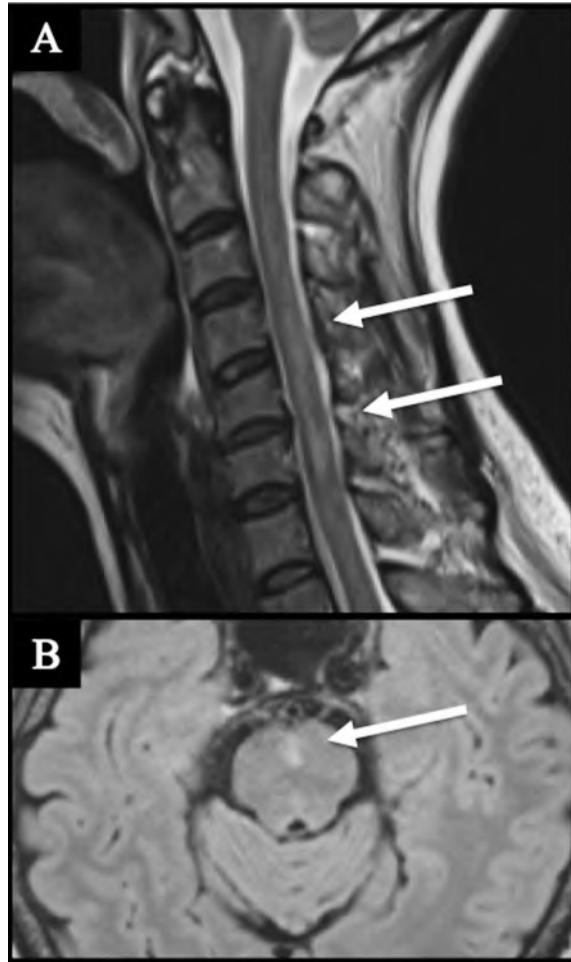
脊髄 MRI は C3～C6 にわたって T2 強調画像で髄内に異常高信号を (panel A)、頭部 MRI-FLAIR 画像で橋腹側に異常高信号を認めた (panel B)。
